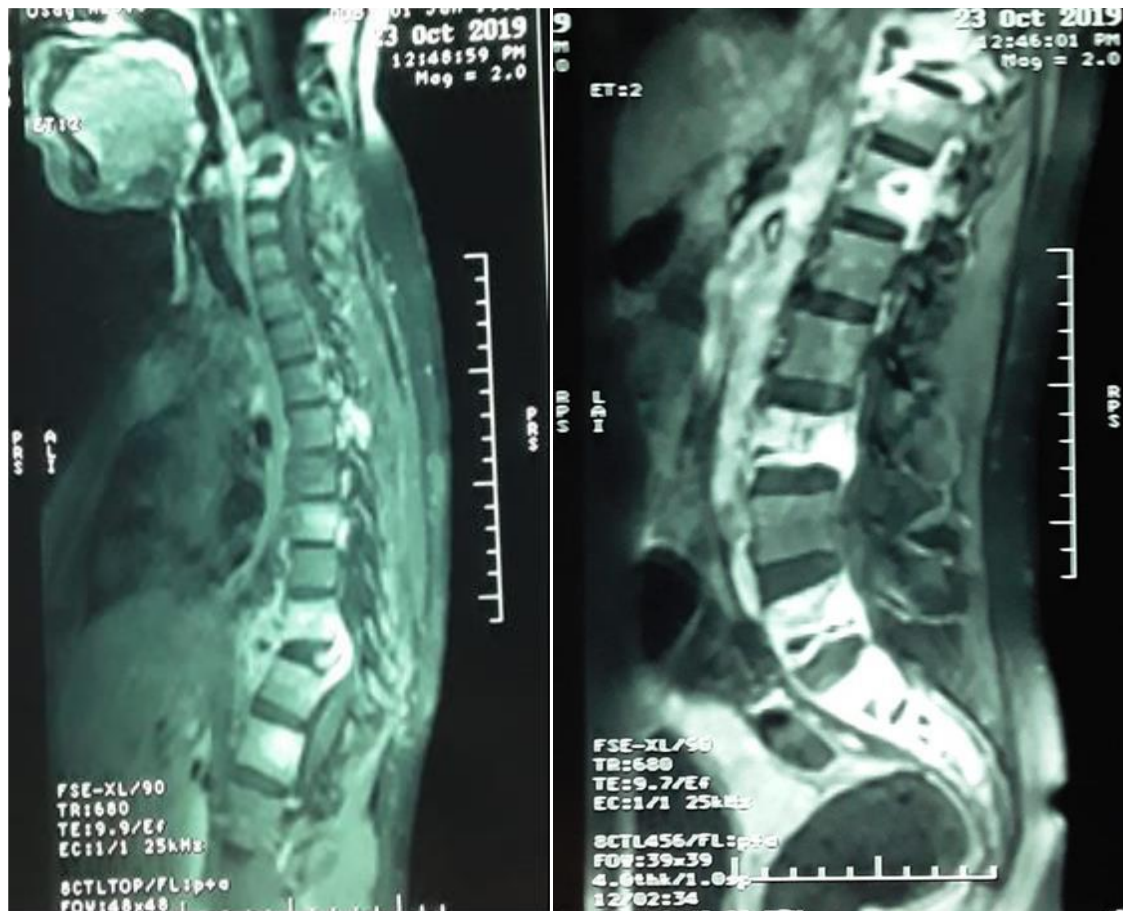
IRM médullaire en séquence pondérée T1 après injection de gadolinium en coupes sagittales, montrant une Spondylodiscite pan rachidienne non contiguë avec atteinte des corps vertébraux C4, C5 et C6 (Cervical), D5, D7, D9, D10, D11, D12 (Dorsal), L3 et L5 (Lombaire), S1, S2 et S3 (Sacré) et des disques C4-5, C5-6, D9-10, et D10-11 avec une épidurite en regard.
